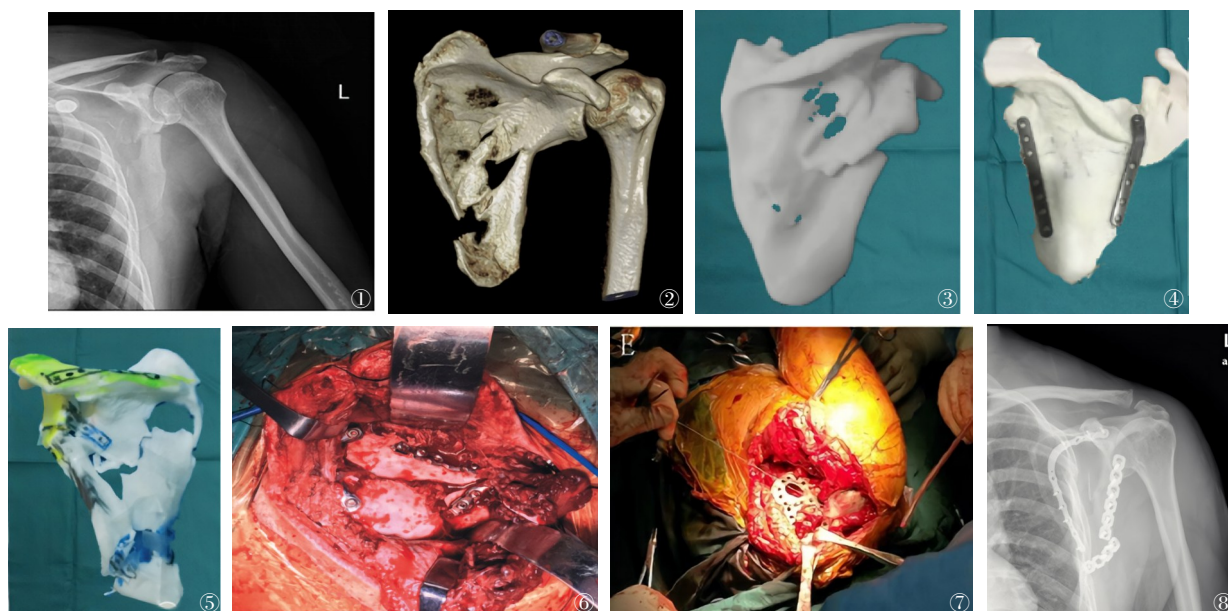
~8 患者男性,56岁,左肩胛骨重物压伤。图1 术前X线提示喙突骨折;图2 术前螺旋CT三维重建肩胛骨;图3 肩胛骨3D打印模型 图4 在打印模型上模拟复位定制钢板;图5 在打印模型上设计接手术方案;图6 术中安装钢板;图7 钢板安装后的术中图片;图8 患者术后骨折解剖复位X片
